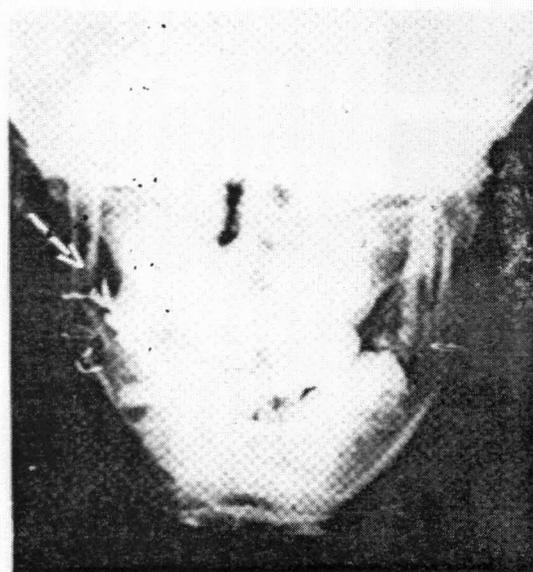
Radiografía de paciente con reconstrucción de rama mandibular derecho, mediante injerto autólogo de costilla.
